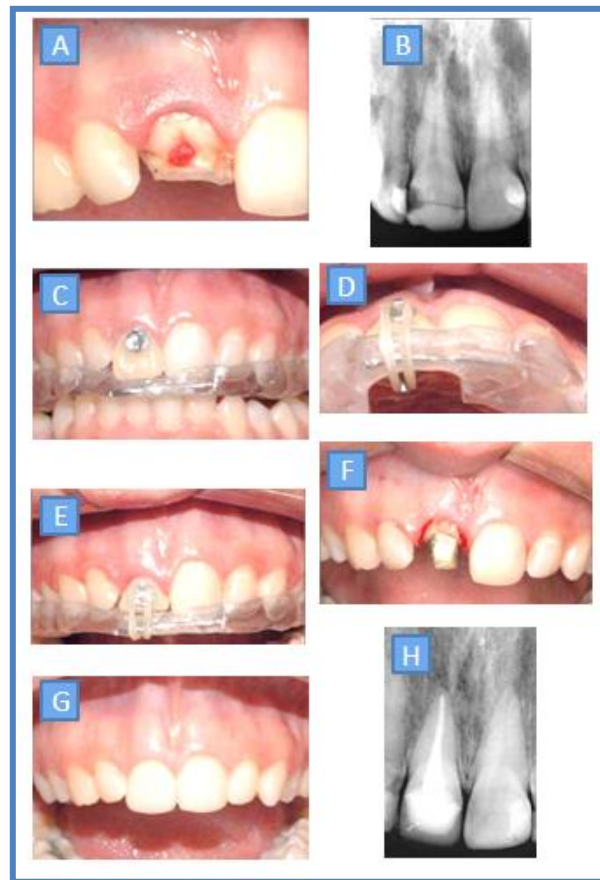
Secuencia de tratamiento. (A) Vista clínica de la fractura corono-radicular del incisivo central superior derecho con pulpa expuesta. (B) Radiografía inicial. (C) Vista clínica de la corona provisional con el gancho ortodóncico y la placa de acrílico. (D) Activación del movimiento con una banda ligada a los ganchos sobre la placa de acrílico. (E) Vista clínica 2 semanas después la extrusión. (F) Vista clínica después de la cirugía para contornear el margen gingival. (G) Vista vestibular de la restauración al año. (H) Radiografía de control al año.²⁷
